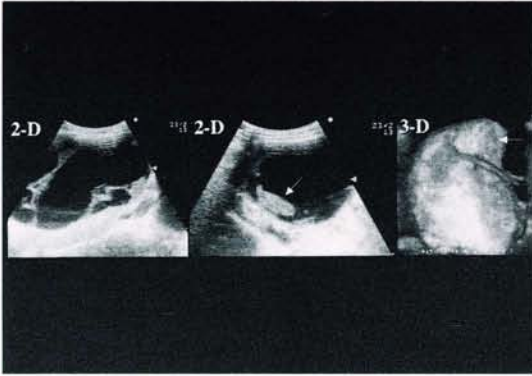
卵巣癌（漿液性嚢胞腺癌）の二次元超音波像（2-D）と三次元超音波像（3-D）。
